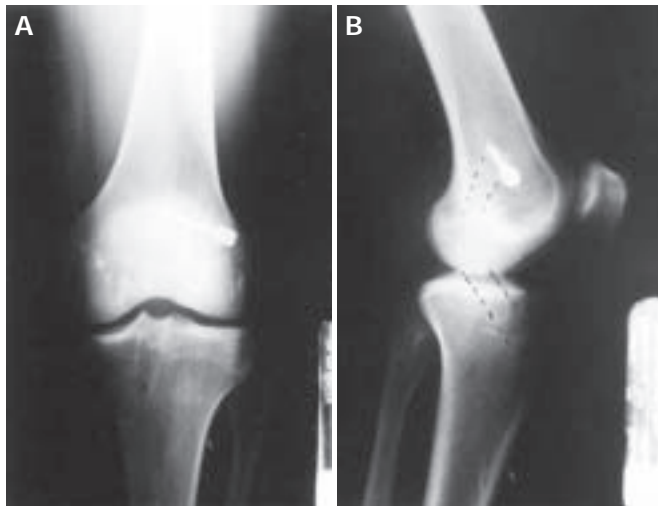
Radiografia de joelho (F+P) mostrando o *TransFix*®. Notar no perfil que, apesar de o *TransFix*® não estar próximo à cortical posterior, o enxerto passa justacortical posterior no fêmur.
